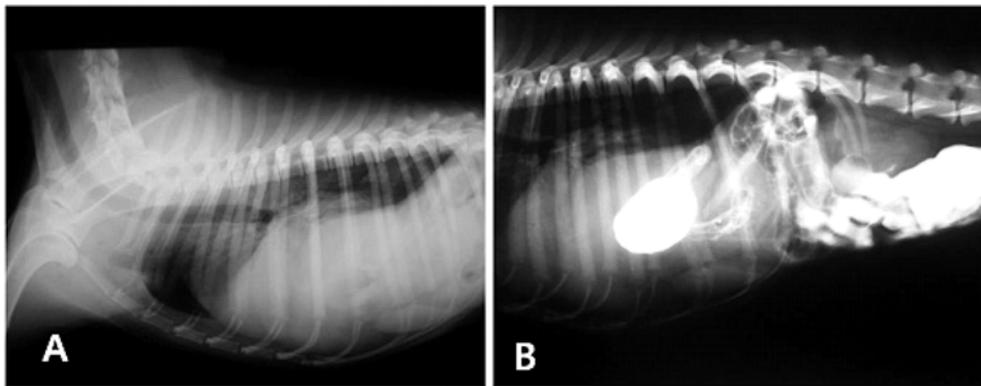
Radiographs of case 4 with a peritoneopericardial diaphragmatic hernia. (A) On lateral view of thorax, loss of the cardiac silhouette and the loss of the diaphragm margin are observed. (B) The herniated intestine intestinal loops are filled with contrast medium in thoracic cavity.
